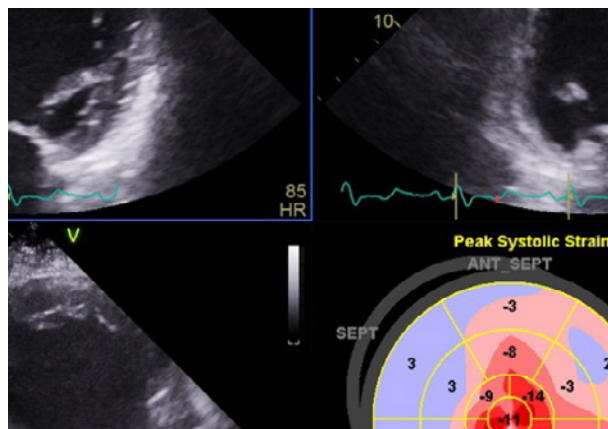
Ecocardiografia la internare
